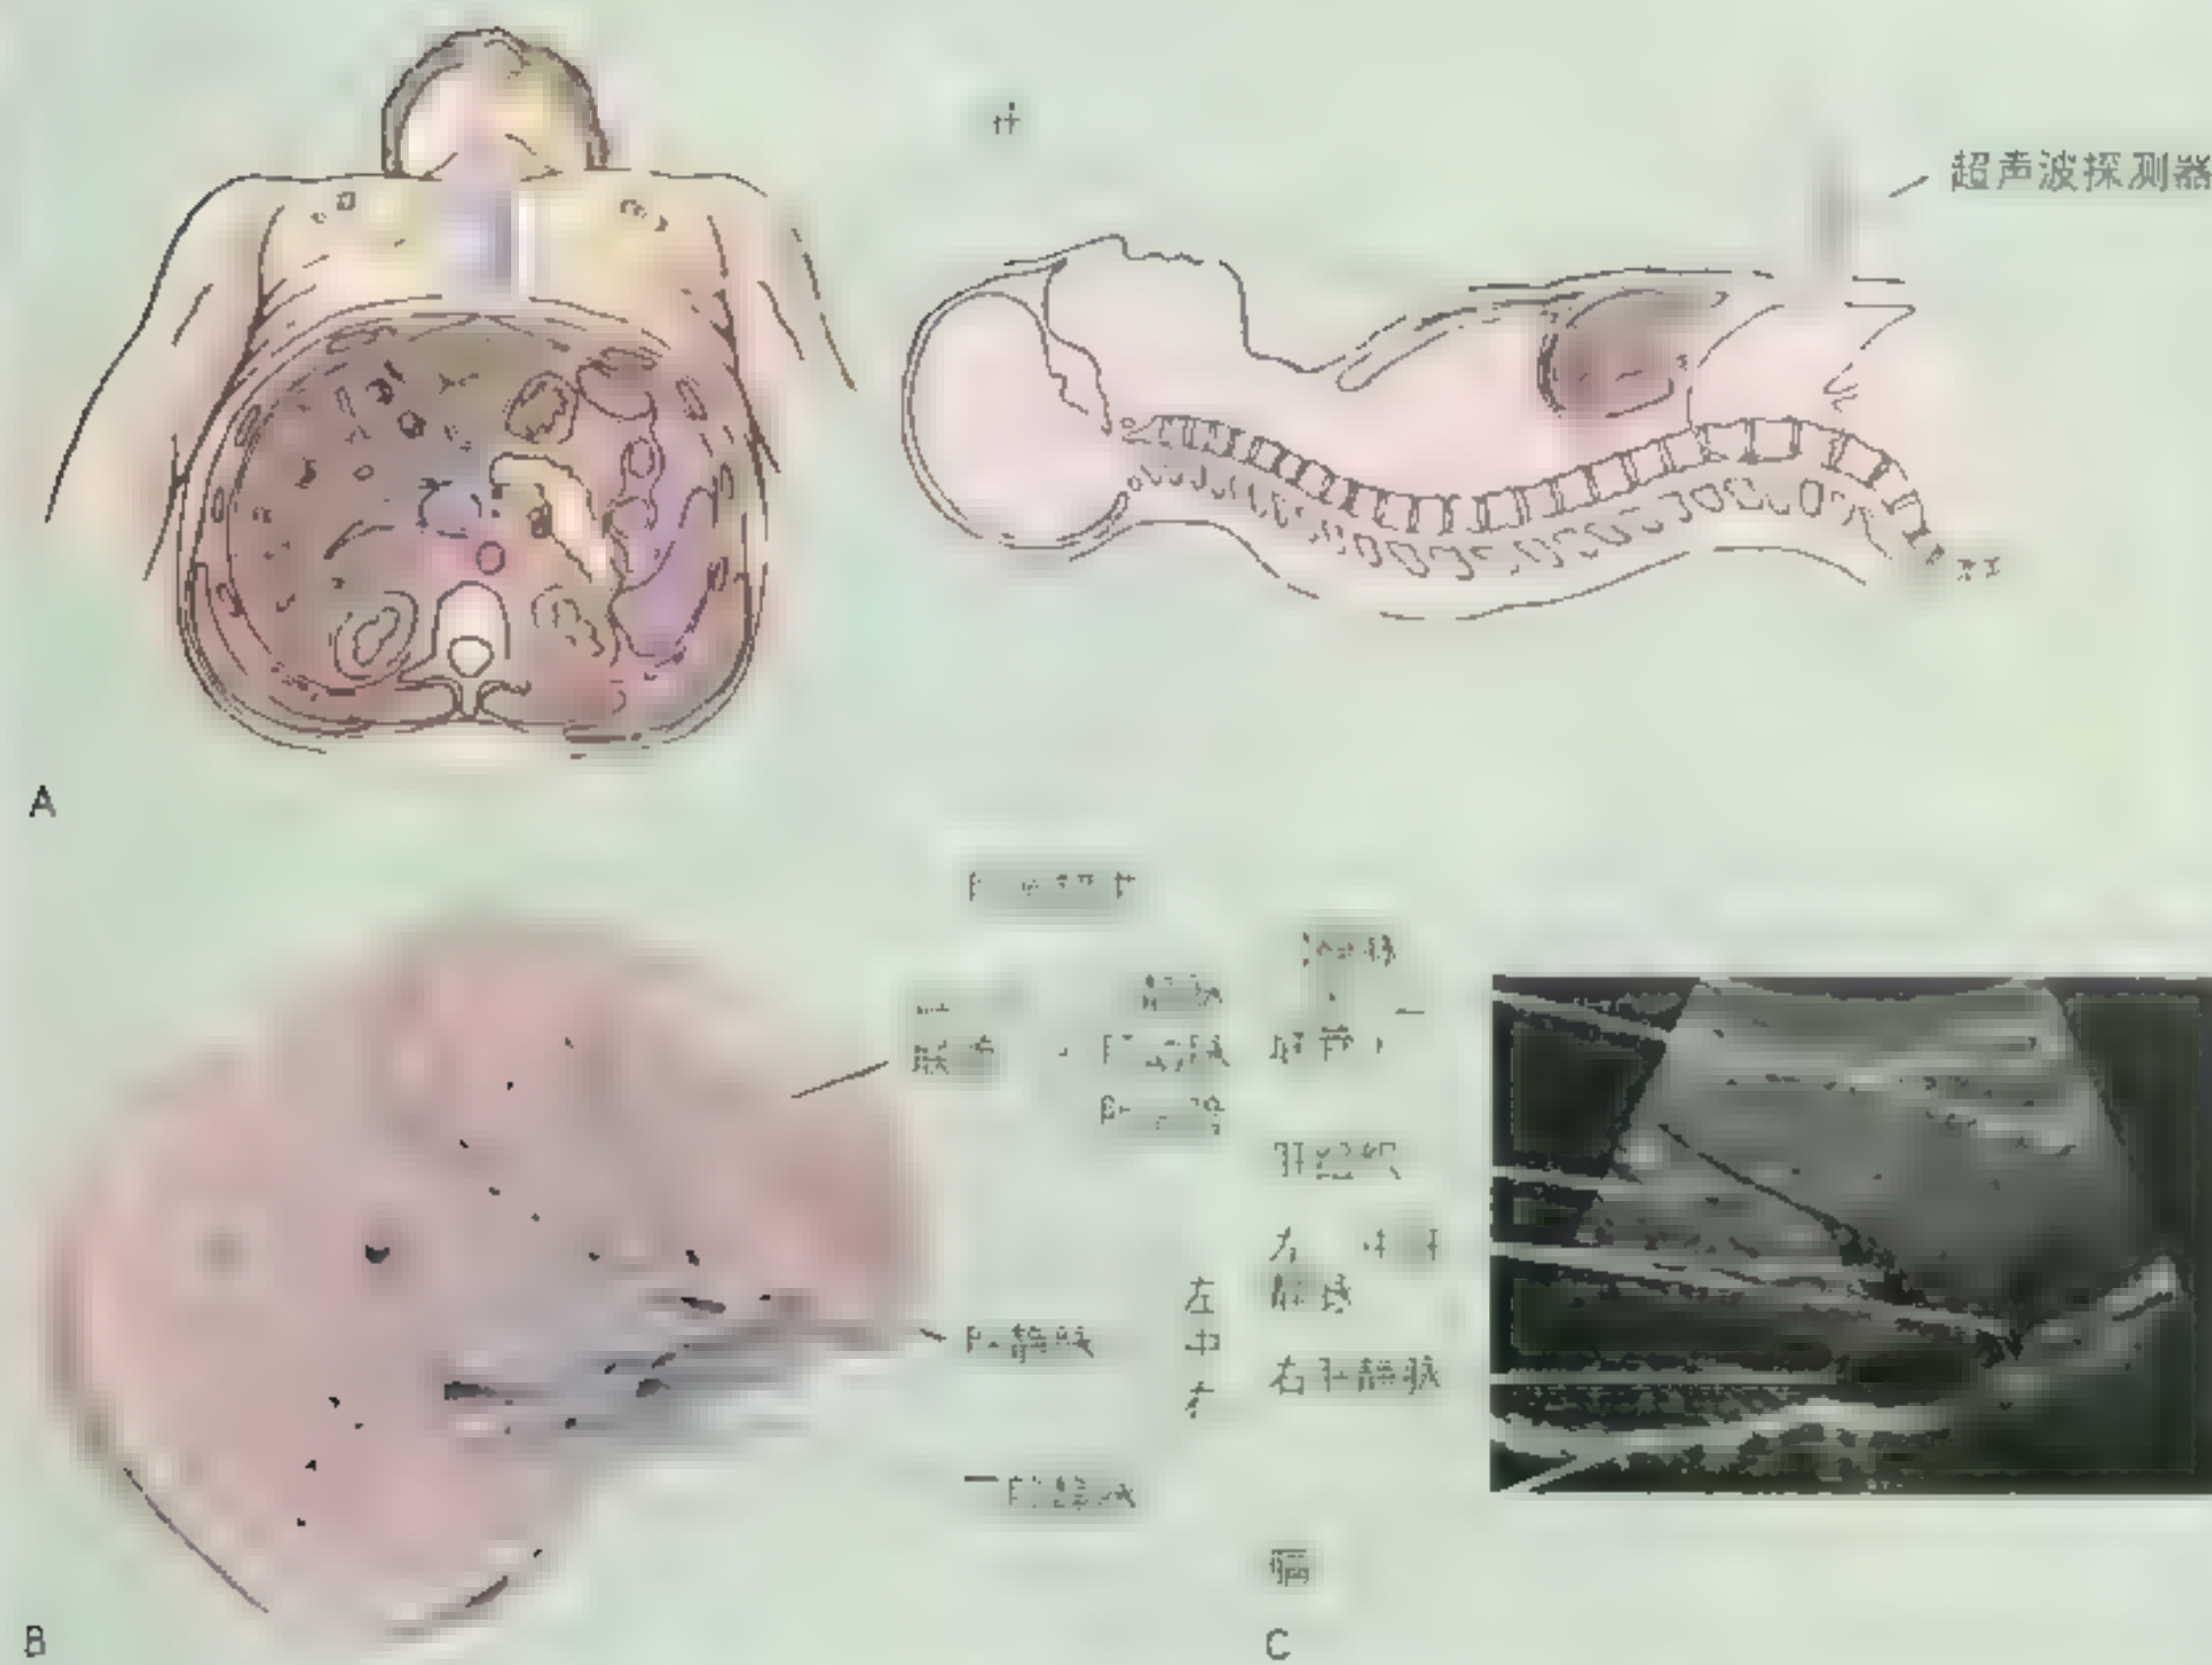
82 腹部的超声扫描 上腹部(A)显示肝脏增大,在腹主动脉前方,肝门静脉(B)和肝门的超声扫描图(C)显示肝门静脉主干明显增大(箭头所指) (多尔蒂教授 Dr.Arenson AM 提供)
